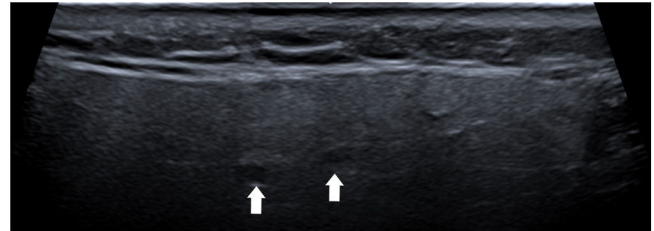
Ecografía de la glándula parótida con compromiso de grado 1. Cambios mínimos, leve alteración de la ecogenicidad del parénquima parotídeo y pequeñas áreas hipoeoicas (flechas) sin bandas ecogénicas.
